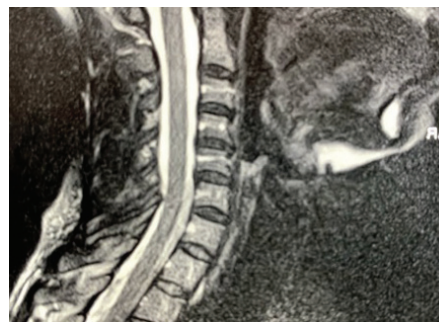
МРТ ШВХ хв. С., 42 р. ДДЗ ШВХ. Задні протрузії міжхребцевих дисків C2-C3, C3-C4, екструзія C4-C5. Чисельні гемангіоми тіл хребців.
